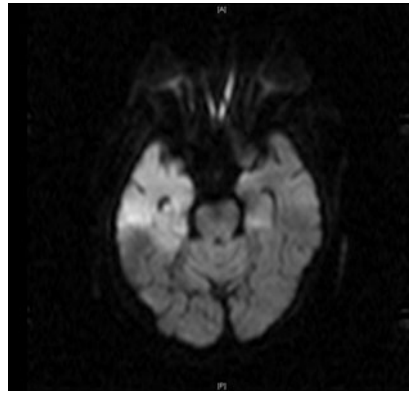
▲ MRT Schädel: Ausgedehnte Diffusionsstörungen (frontal, temporal, Lobus insularis, Gyrus parahippocampalis bds., rechts mehr als links) ohne Nachweis einer signifikanten Schrankenstörung
